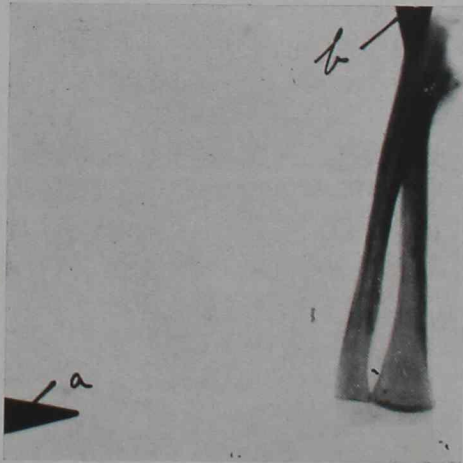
Radiografía de pieza anatómica tomada con el indicador. Imagen normal de los extremos óseos.
